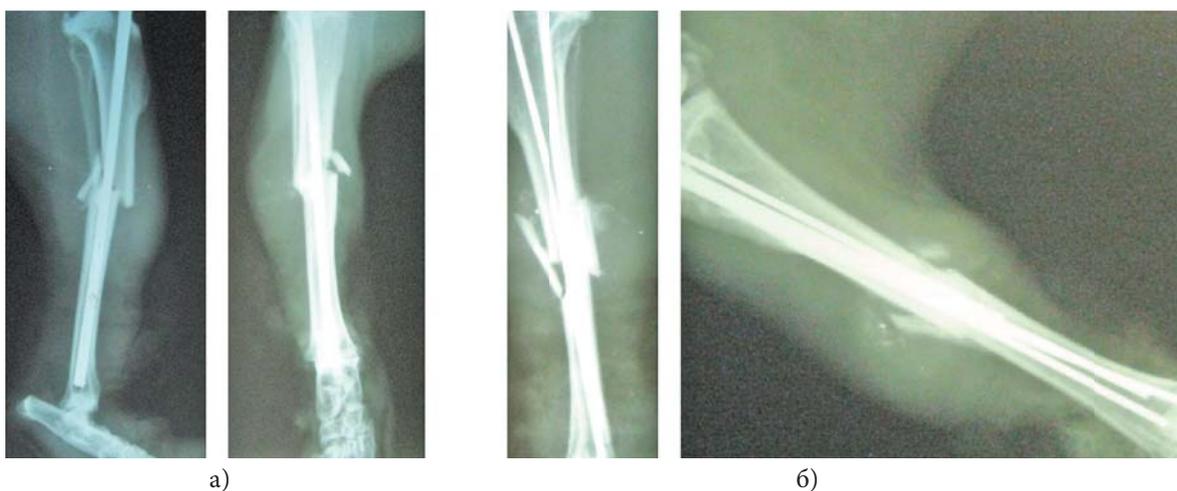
Рентгенограмма на 7-е сут.:
